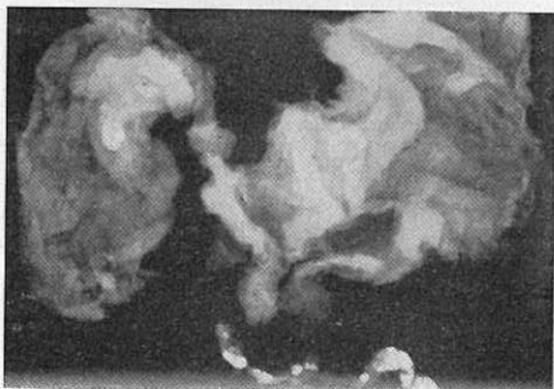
Radiografía de pieza operatoria de disección radical inguinal bilateral por carcinoma del pene. Visualización de los ganglios que habían sido opacificados preoperatoriamente.
